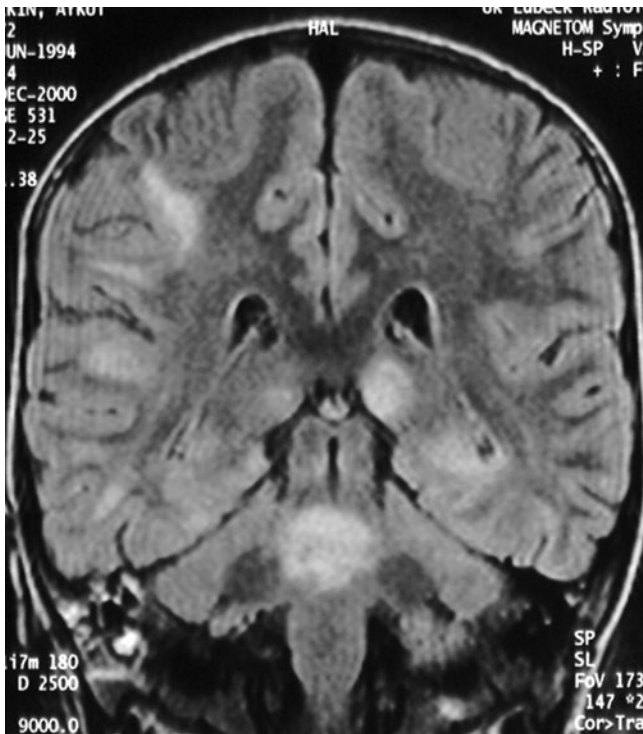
◀ Multiple, nicht Kontrastmittel aufnehmende subkortikale Läsionen [FLAIR-Sequenz („fluid attenuated inversion recovery“)]
